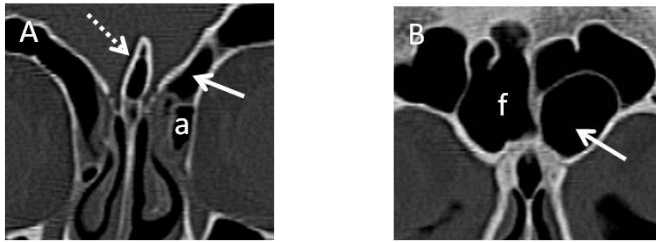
Tip 1 frontoetmoid hücre. Koronal BT'de sağda ager nazi hücresi (a) üzerinde tek hücre (ok) görülüyor.
